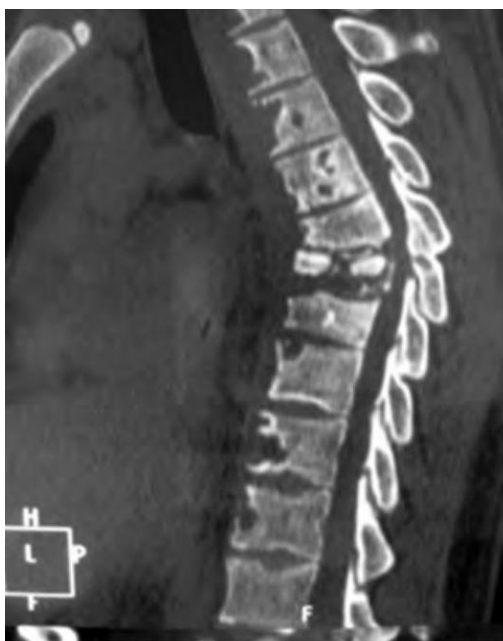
Распространенный туберкулез грудного отдела позвоночника у пациента с ВИЧ-инфекцией (томограмма)
